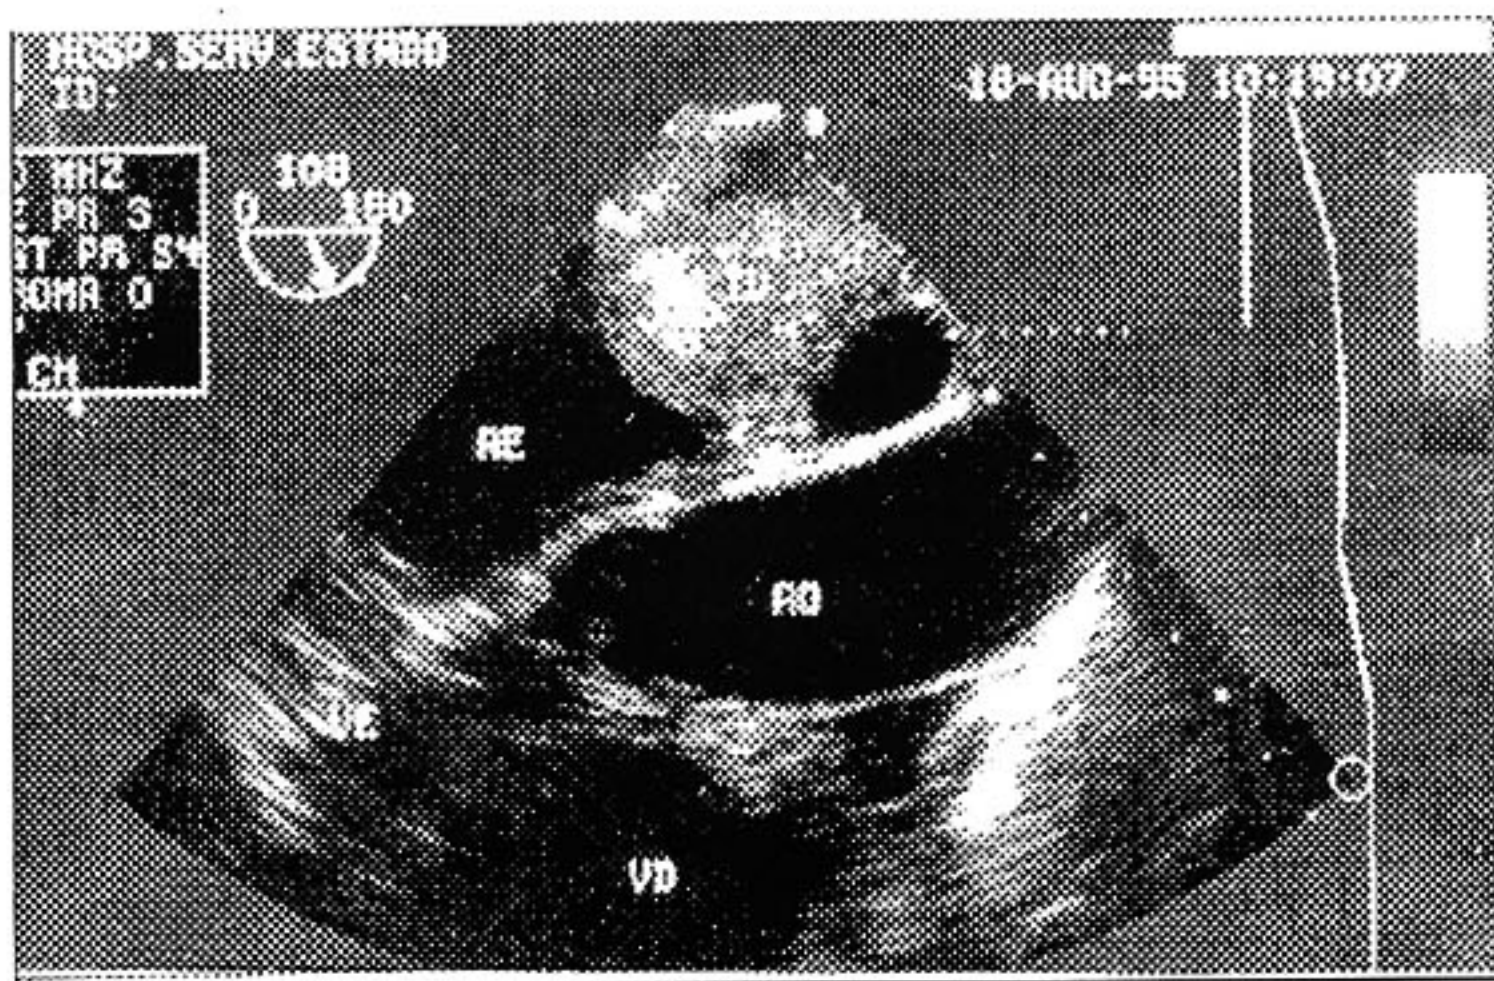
O ecocardiograma bidimensional mostra massa tumoral em porção inferior de ambos os átrios.
